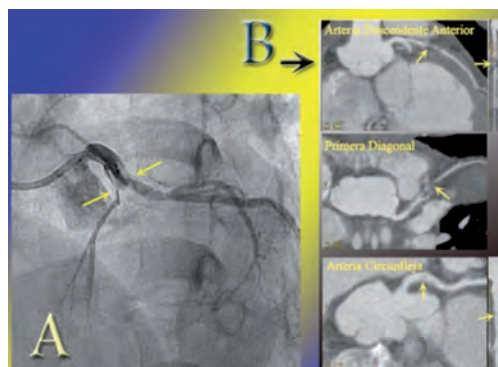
(1.A) Coronariografía de ingreso en la que se objetiva oclusión de arteria descendente anterior y disección proximal de la misma y de la arteria circunfleja afectando hasta el tronco coronario izquierdo (flechas). (1.B) Coronariografía no invasiva por tomografía multicorte en la que se observan disección y hematoma compresivo de DA y primera diagonal y disección de CX (flechas).
